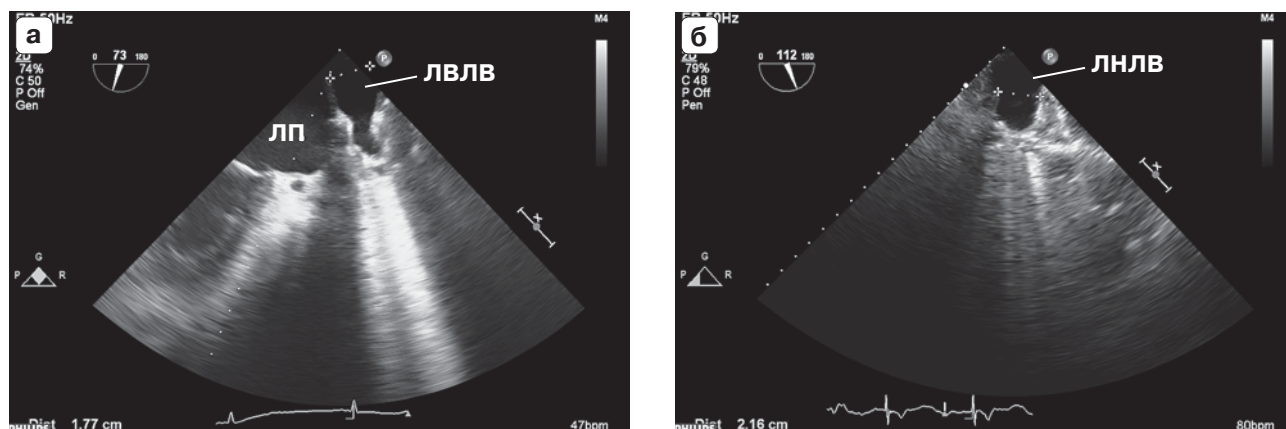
Двумерная чреспищеводная эхокардиография из средней трети пищевода. Среднепищеводное двухкамерное сечение на 45–90°. Измерение устьев левой верхней легочной вены (а) и левой нижней легочной вены (б). ЛП – левое предсердие, ЛВЛВ – левая верхняя легочная вена, ЛНЛВ – левая нижняя легочная вена.
